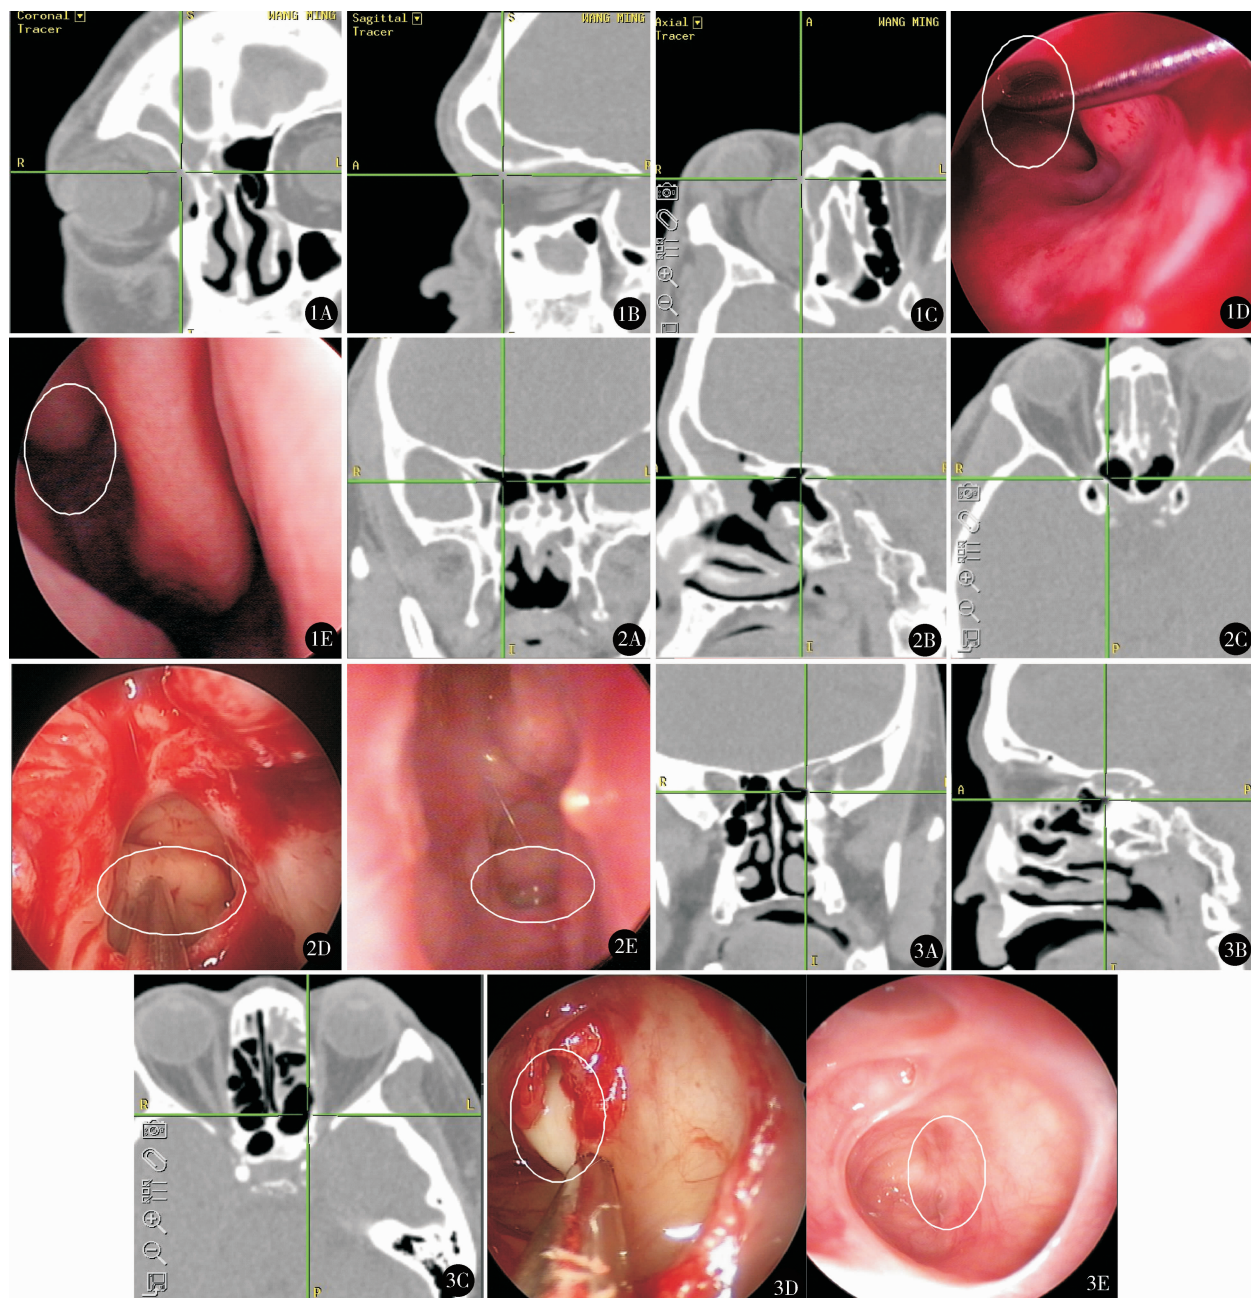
男, 23 岁, 主因间断右眼肿痛 1 个月, 右侧头痛 1 周入院, 诊断为额窦囊肿(右)、眶骨膜下囊肿(右)、慢性鼻窦炎。全麻行影像导航内镜下行右侧额窦、筛窦、上颌窦开放、鼻窦内病变清除术, 右侧眶内病变清除术。术中影像导航 CT 图像分别从冠状位(1A)、矢状位(1B)及水平位(1C)显示已经进入眶骨膜下囊肿内。术中实时鼻内镜影像(1D)中导航器械末端及白色圈内所指位置为 1A、1B、1C 图中导航标示位置。术后患者无视觉下降及复视, 术后随访 1 年无复发。1E. 术后 2 个月鼻内镜术后复查, 白色圈内位置为术中导航位置 图 2 男, 56 岁, 主因间断双侧鼻塞伴嗅觉下降 6 年入院, 既往外院行鼻内镜下鼻窦手术, 诊断为慢性鼻窦炎 III 型。入院后全麻下行影像导航鼻内镜下鼻窦开放, 鼻窦内病变去除术。术中影像导航 CT 图像分别从冠状位(2A)、矢状位(2B)及水平位(2C)定位显示右侧 Onodi 气房内穿行的视神经管位置, 术中同步鼻内镜图像(2D)中吸引器末端及箭头所示凸起的结构为 2A、2B、2C 图中导航标示的右侧视神经管。术后患者鼻塞消失, 嗅觉提高, 随访 6 个月无复发。2E. 术后 2 个月鼻内镜术后复查, 白色圈内位置为术中导航右侧视神经管位置 图 3 女, 60 岁, 主因双侧鼻窦术后 12 年, 左视力下降伴双侧鼻塞、脓涕 2 个月入院, 术前诊断为前床突气化合并感染(左)、视神经炎(左)、慢性鼻窦炎 III 型。术中影像导航 CT 图像分别从冠状位(3A)、矢状位(3B)及水平位(3C)定位前床突气房, 将其开放, 术中实时鼻内镜影像(3D)吸引器末端指示位置为 3A、3B、3C 图中导航标示位置。3D. 白色圈内所指位置为开放前床突气房后有黄白色脓性分泌物流出。术后当日患者左眼由无光感提高到可见光感, 此后视力逐步恢复。术后随访 12 个月, 左眼视力稳定于可见眼前手动, 鼻窦术腔完全上皮化, 未见病变复发, 眼底检查未见异常。3E. 术后 1 年鼻内镜术后复查, 白色圈内位置为前床突气房
